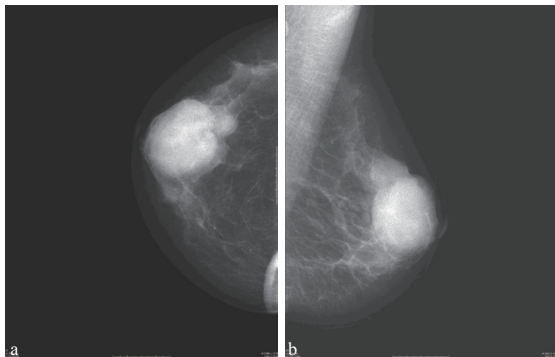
左侧乳腺钼靶X线影像,示左侧乳晕上方巨大高密度肿物影,边缘大部分清晰,术前诊断为乳腺叶状肿瘤。
